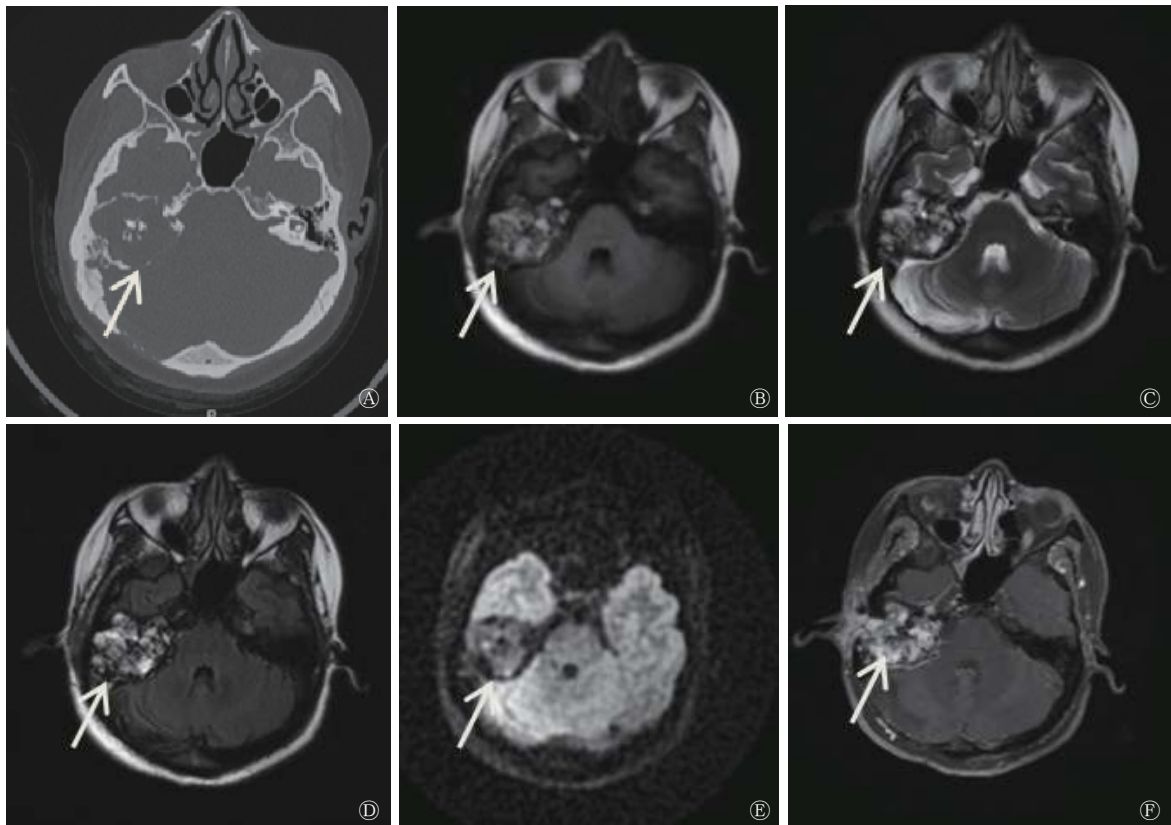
右侧颞骨内淋巴囊肿瘤患者(女性, 46岁)的CT(A)和MRI(B-F)图 图中, A: 右侧颞骨岩部“蜂窝状”溶骨性破坏, 内见斑片状钙化影(箭头所示); B: T1加权成像呈混杂信号(箭头所示); C: T2加权成像呈混杂长T2信号(箭头所示); D: 水抑制成像呈不均匀高信号(箭头所示); E: 弥散加权成像未见明显高信号(箭头所示); F: 增强图像示病灶呈不均匀强化, 邻近脑膜受累呈线样强化(箭头所示)。CT: 计算机断层摄影术; MRI: 磁共振成像
